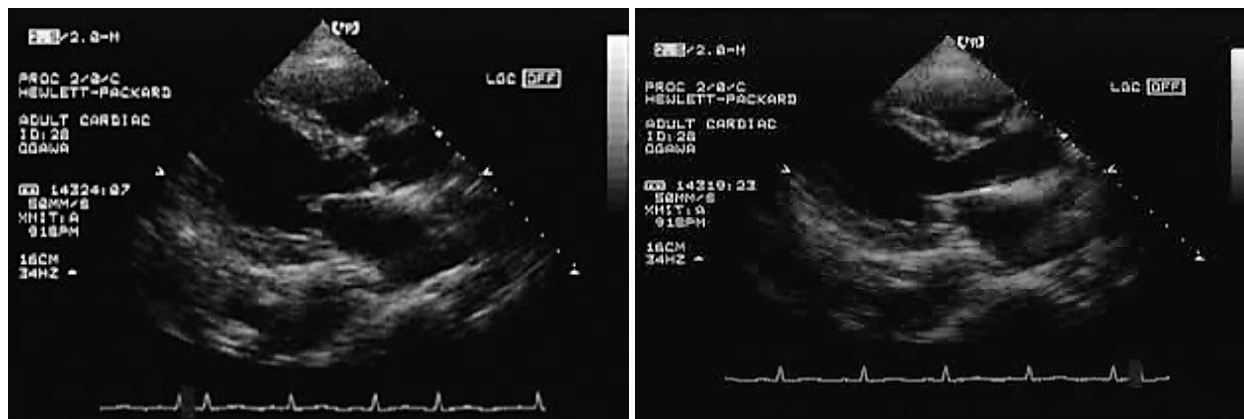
Echocardiograms during chest pain
